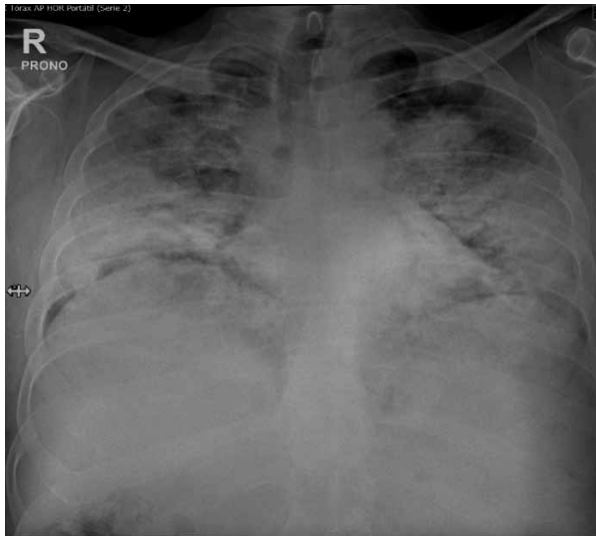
Radiografía de tórax de ingreso, múltiples infiltrados alveolares bilaterales con compromiso bibasal.
